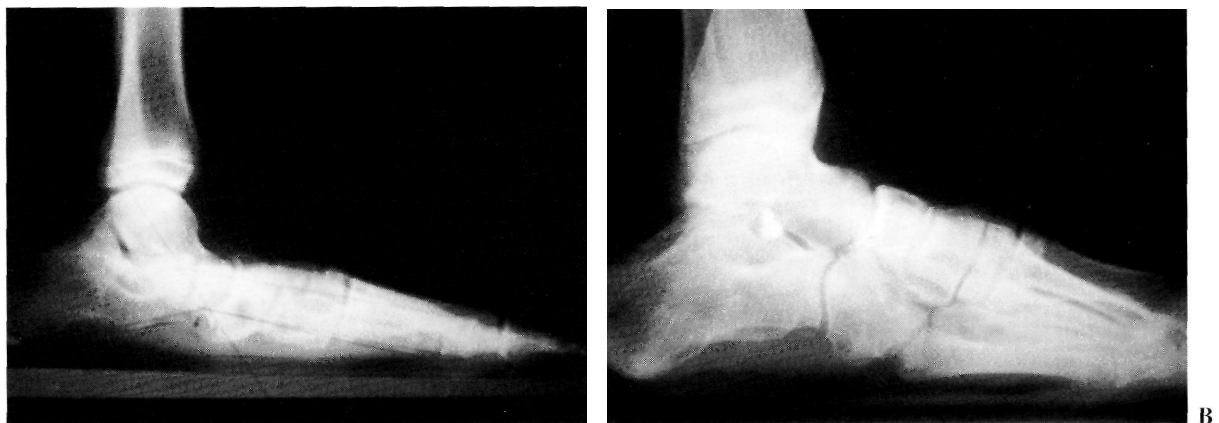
Corrección de la radiología tras la intervención de Giannini. A: Radiografía lateral en carga preoperatoria. B: Radiografía lateral en carga postoperatoria.
